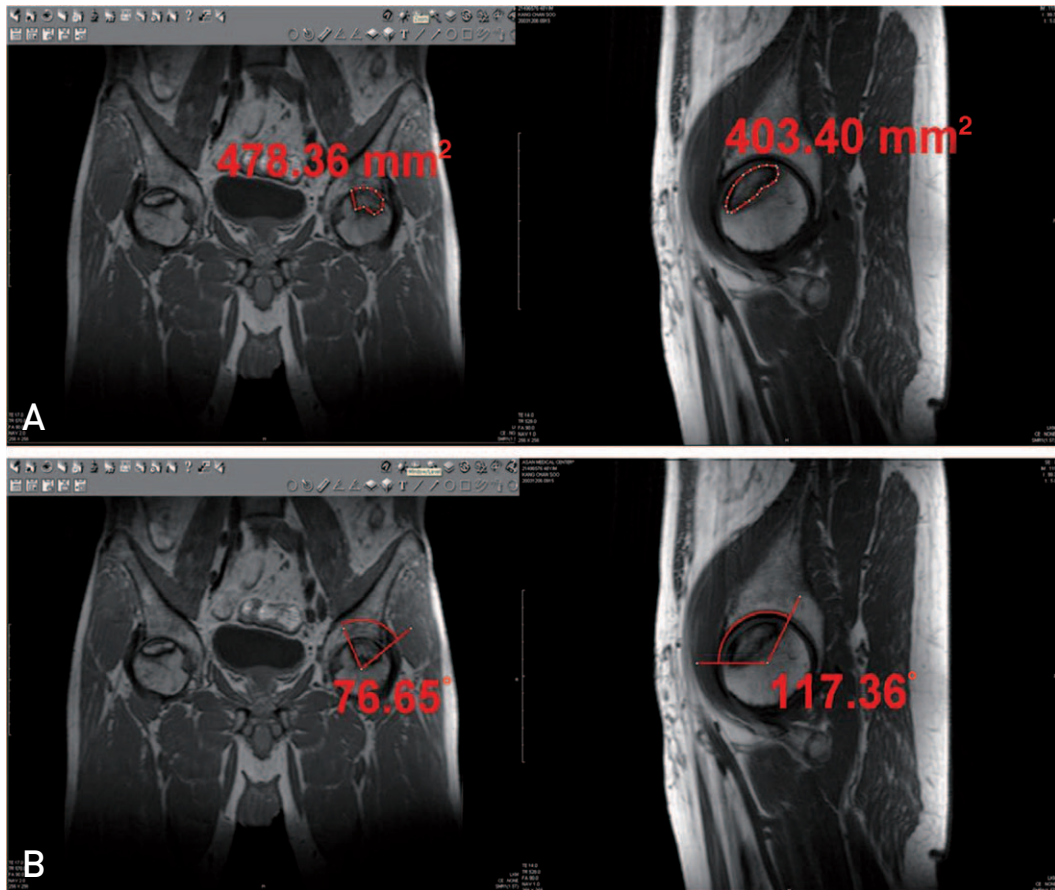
Forty-eight-year old male with osteonecrosis of the both femoral heads. To check amount of osteonecrosis, we evaluated T1-weighted coronal and sagittal magnetic resonance image. (A) Relative value of the osteonecrosis was evaluated by the tool measuring size in the picture archiving and communication system (PACS). (B) Necrotic angle of the osteonecrosis was evaluated by the tool measuring angle in the PACS.
